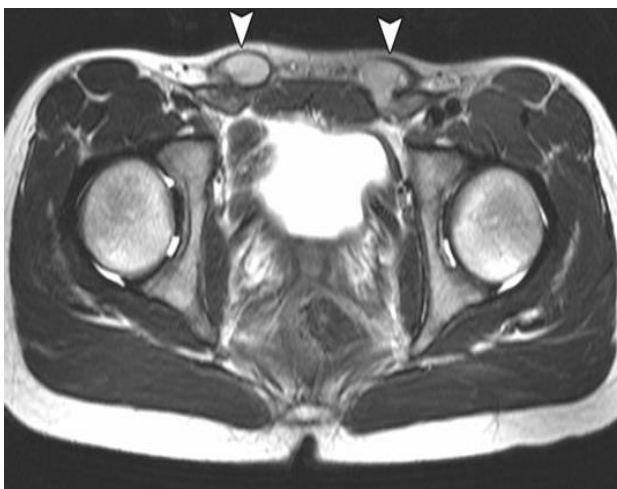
МРТ малого таза. T2 ВИ. Определяются неопустившиеся яички в паховых каналах с обеих сторон (стрелки). Двусторонний крипторхизм
